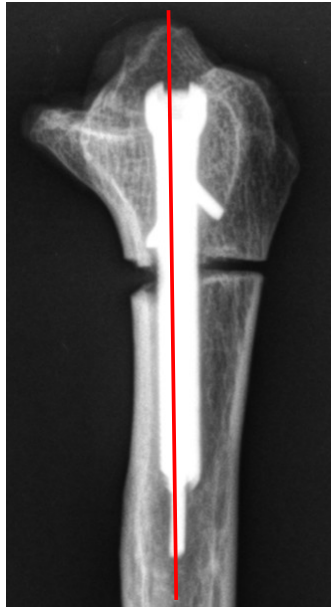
XSCREW im seitlichen Röntgenbild
